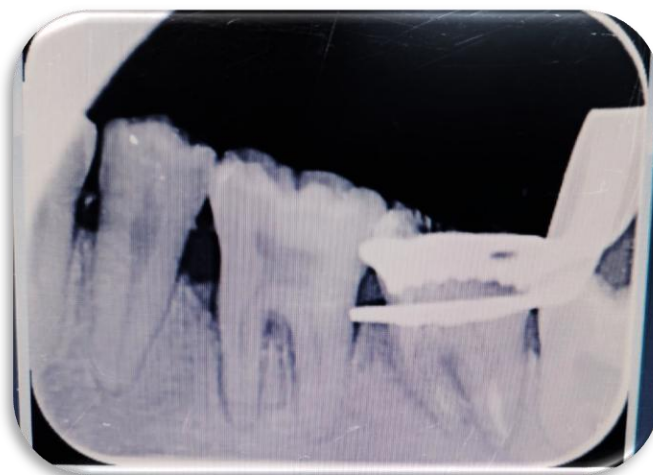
Radiografía de 5 mm. Fuente: Sofía Pastrano.
